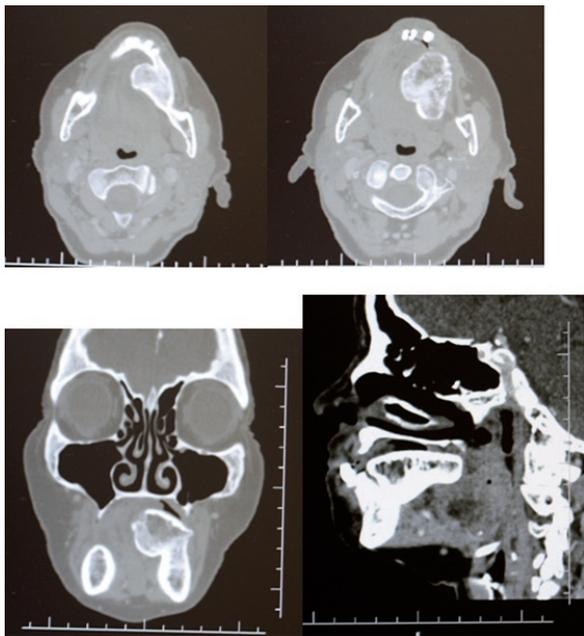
Cortes de tomografia computadorizada, demonstrando uma lesão óssea, emergindo da região lingual do corpo de mandíbula esquerdo.
